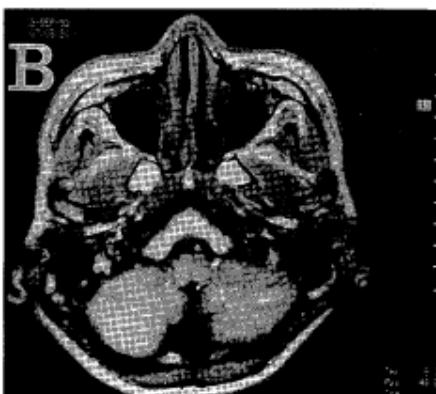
MRI shows normal structure of basal ganglia(A) and cerebellum(B). TR/TE : 600/15.
